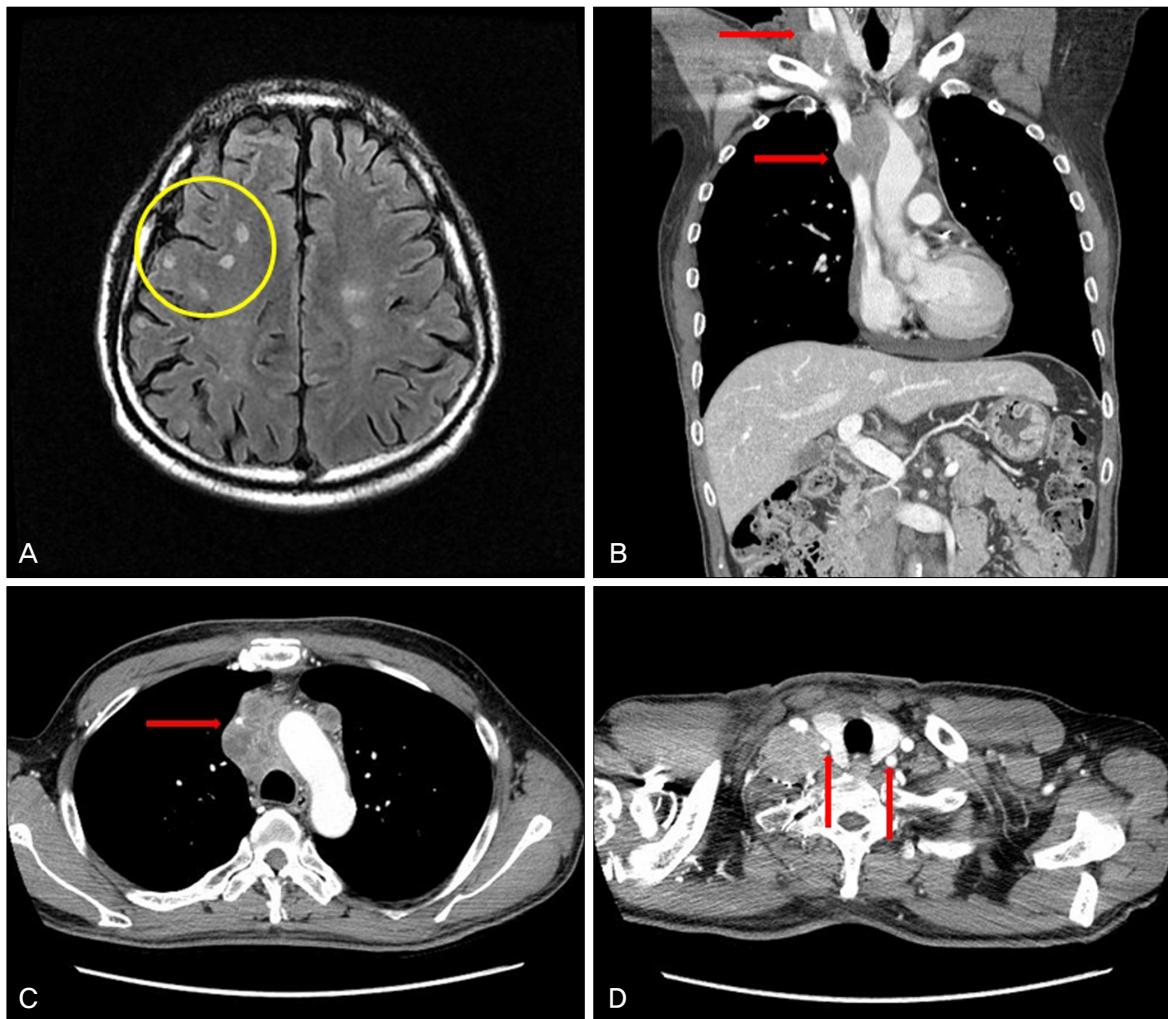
(A) Brain magnetic resonance imaging shows multiple metastasis of the small cell lung cancer. (B) The coronal view of chest computed tomography shows compression of the superior vena cava (lower arrow) and the right internal jugular vein (upper arrow) by lymphadenopathy and distention of the right internal jugular vein (upper arrow). The axial views of chest computed tomography show that (C) decreased diameter of the superior vena cava surrounded by lymphadenopathy and (D) diameter of the right common carotid artery (left arrow) near by lymphadenopathy was smaller than which of the left common carotid artery (right arrow).
